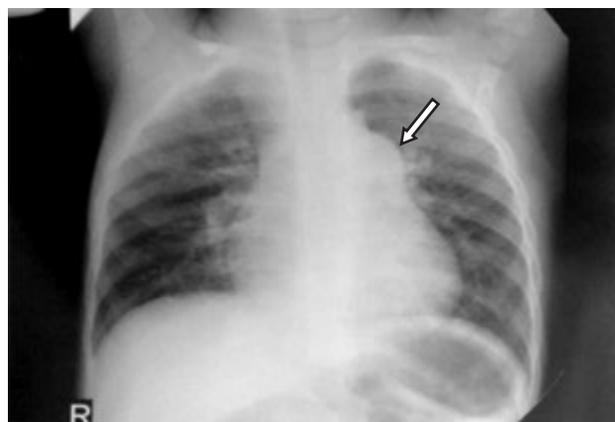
Рентгенография органов грудной клетки больного А. (объяснение в тексте)
